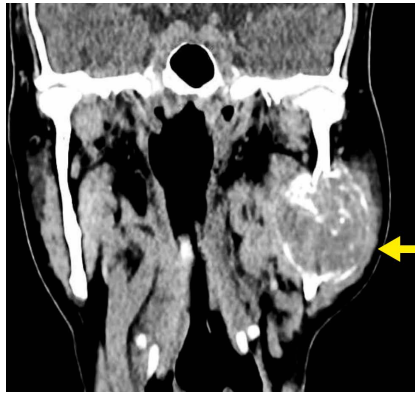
Tomografía computada muestra destrucción ósea. El tejido es de densidad variable con una calcificación intratumoral.
